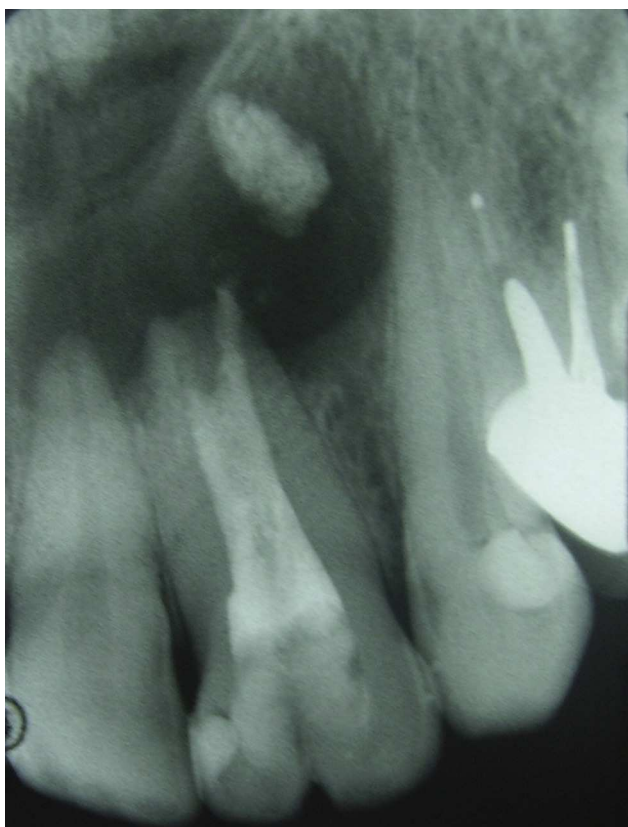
Radiografía control.
